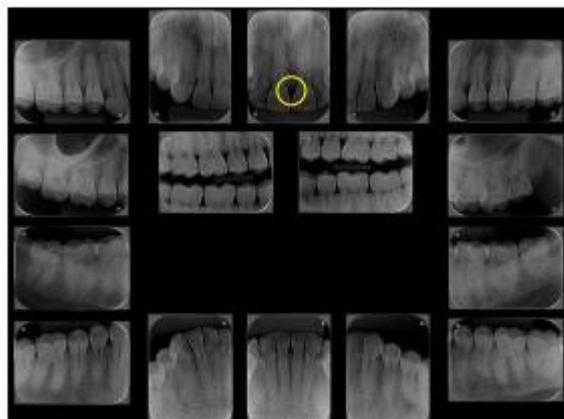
Exame periapical completo. Destaque para a distância entre a JCE e a crista óssea entre os incisivos centrais superiores.
